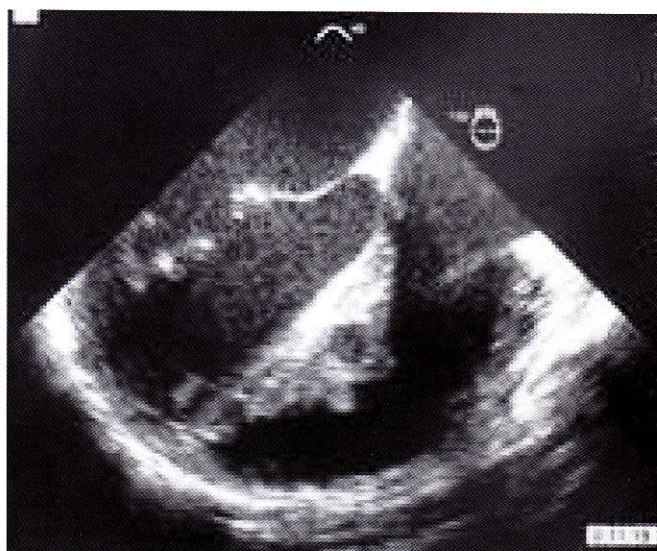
A transthoracic echocardiogram in the parasternal long-axis view showed a small, well defined, round, cystic mass with rupture into the interventricular septum
